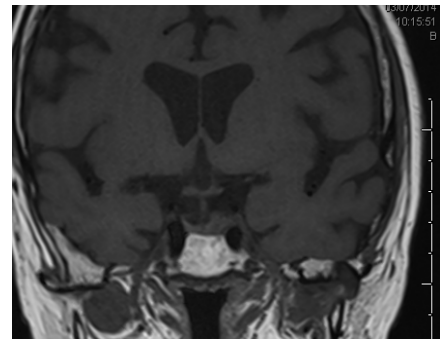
IRM Coupe coronale T1 à 3 mois: poursuite de la diminution en taille.
